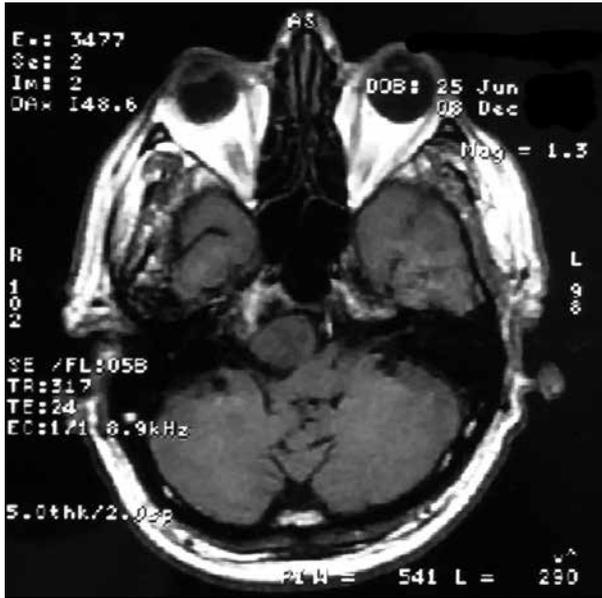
МРТ пациента С. до операции. T1ВИ без парамагнетика в аксиальной проекции на уровне нижних отделов IV желудочка. Визуализируется гипointенсивное на T1ВИ новообразование в области предпродолговатомозговой цистерны справа
